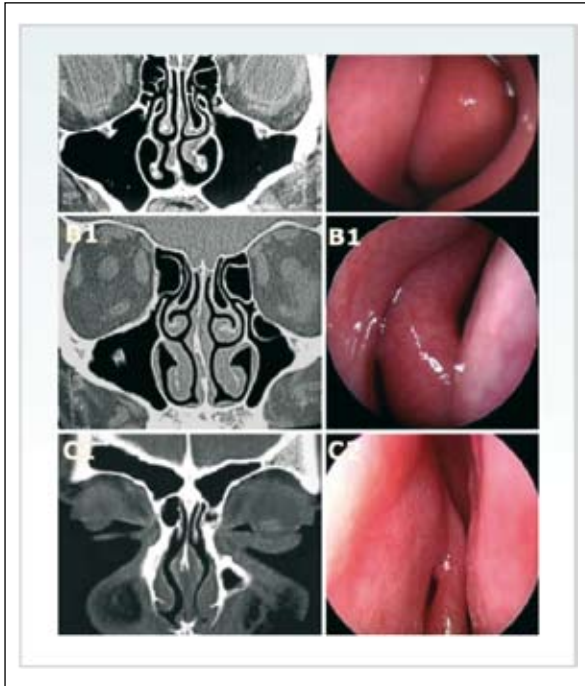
Aspetti TC ed endoscopici delle principali varianti anatomiche determinanti ostruzioni del COM.
